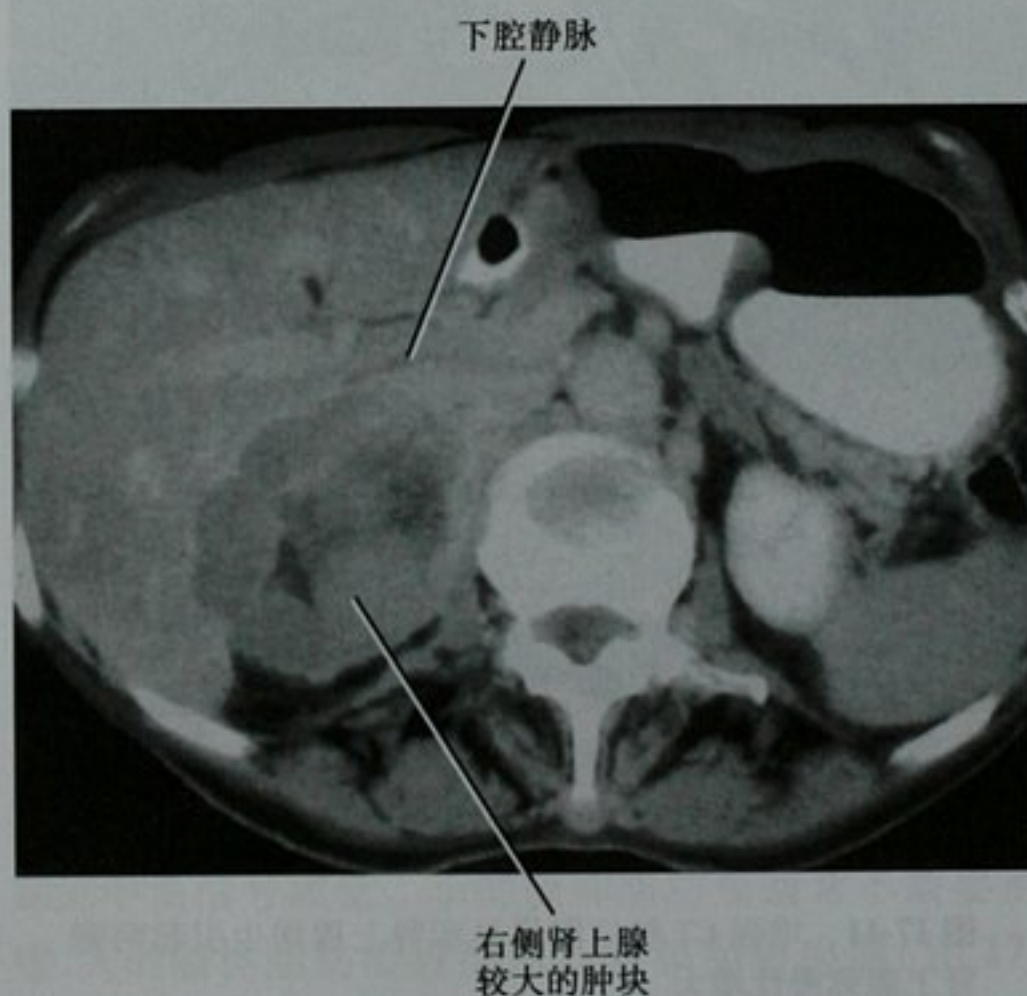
增强 CT 检查轴位图像显示右侧肾上腺较大的肿块,下腔静脉(IVC)部分向前方移位。外科手术证实为肾上腺癌
